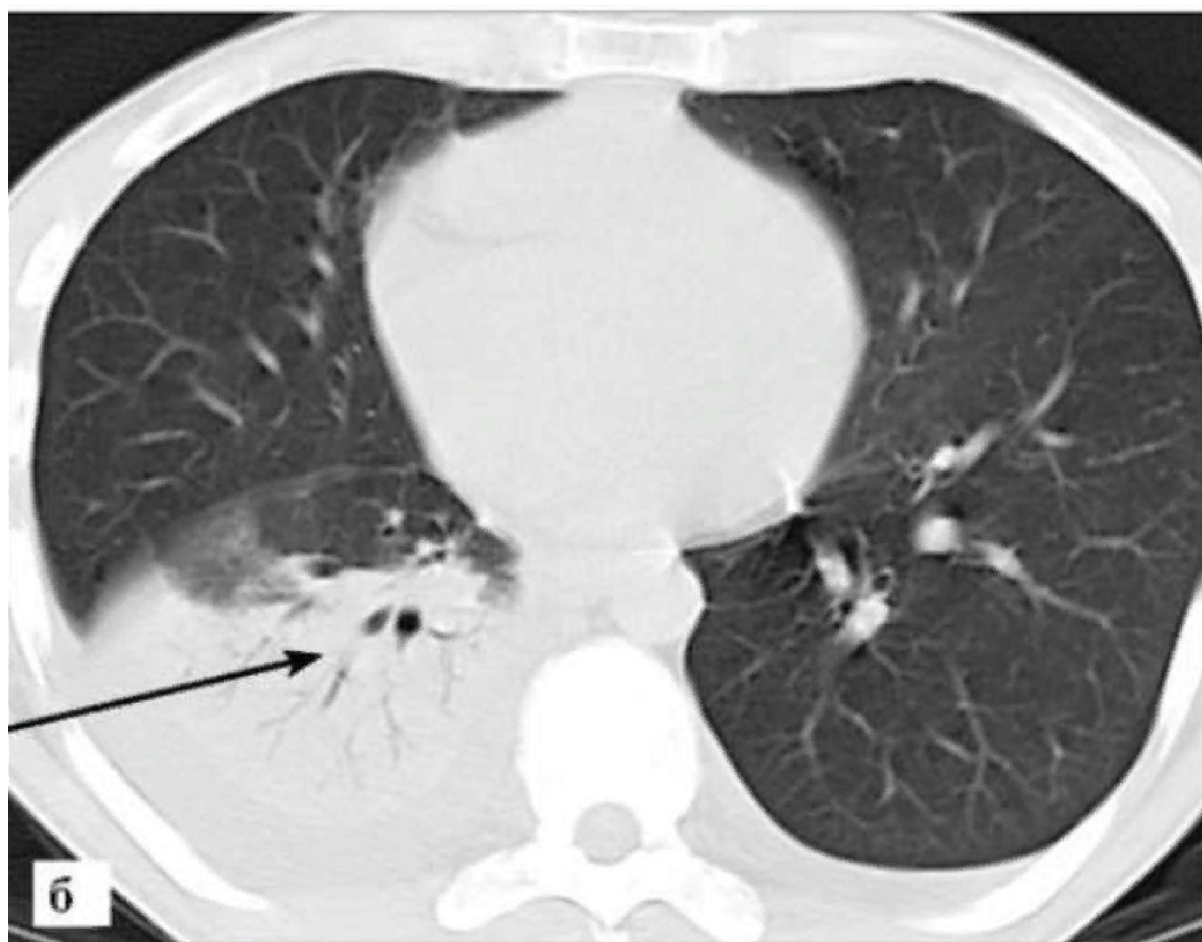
Рентгенография органов грудной клетки
